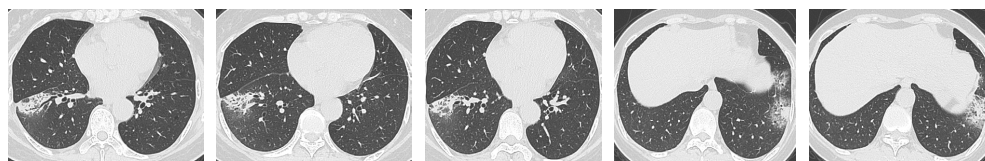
Chest CT, March 14, 2023
